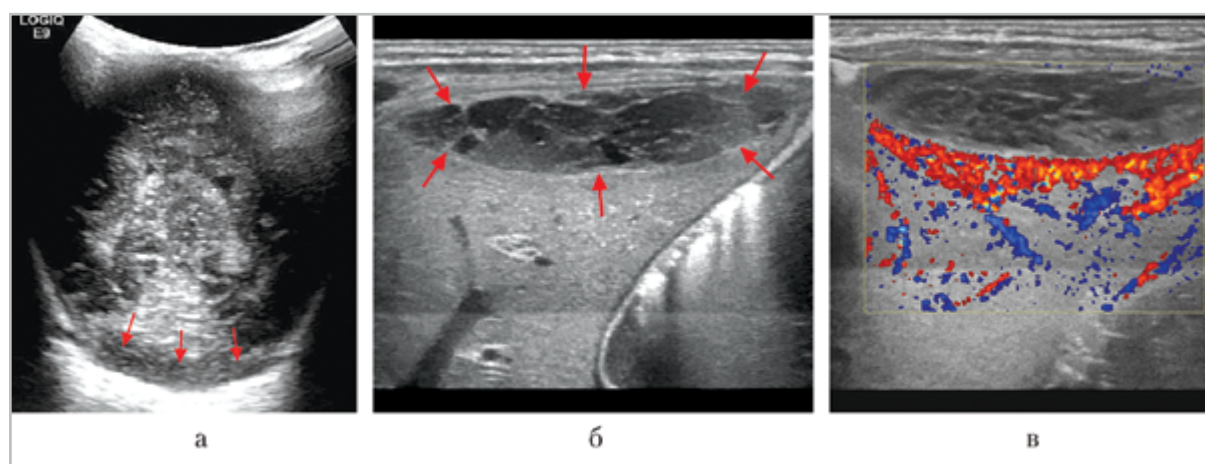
УЗИ при поступлении: а — стандартная НСГ, исследование в В-режиме: в задней черепной ямке позади мозжечка сомнительно визуализируется гипоэхогенное жидкостное скопление (стрелки); б, в — подкапсульная гематома левой доли печени (стрелки) при сканировании в В-режиме и цветовом доплеровском картировании
